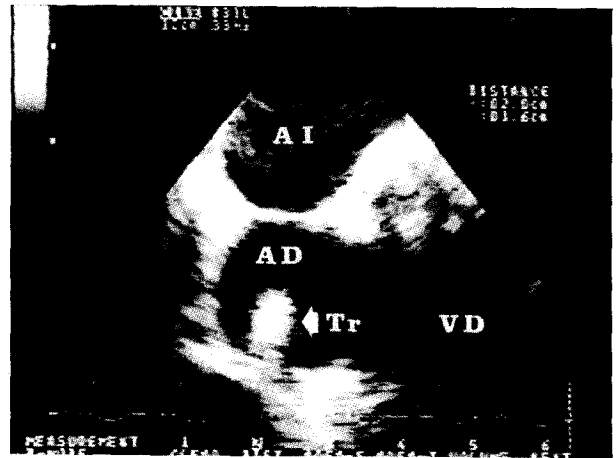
Ecocardiograma transesofágico del paciente 6, quien presentaba síndrome de bajo volumen minuto e hipoxemia. Se observa en la pared lateral y superior de la aurícula derecha un trombo que se continúa hacia la vena cava superior, con bordes irregulares y móvil. AD: aurícula derecha. VD: ventrículo derecho. AI: aurícula izquierda. VI: ventrículo izquierdo. Tr: trombo.
